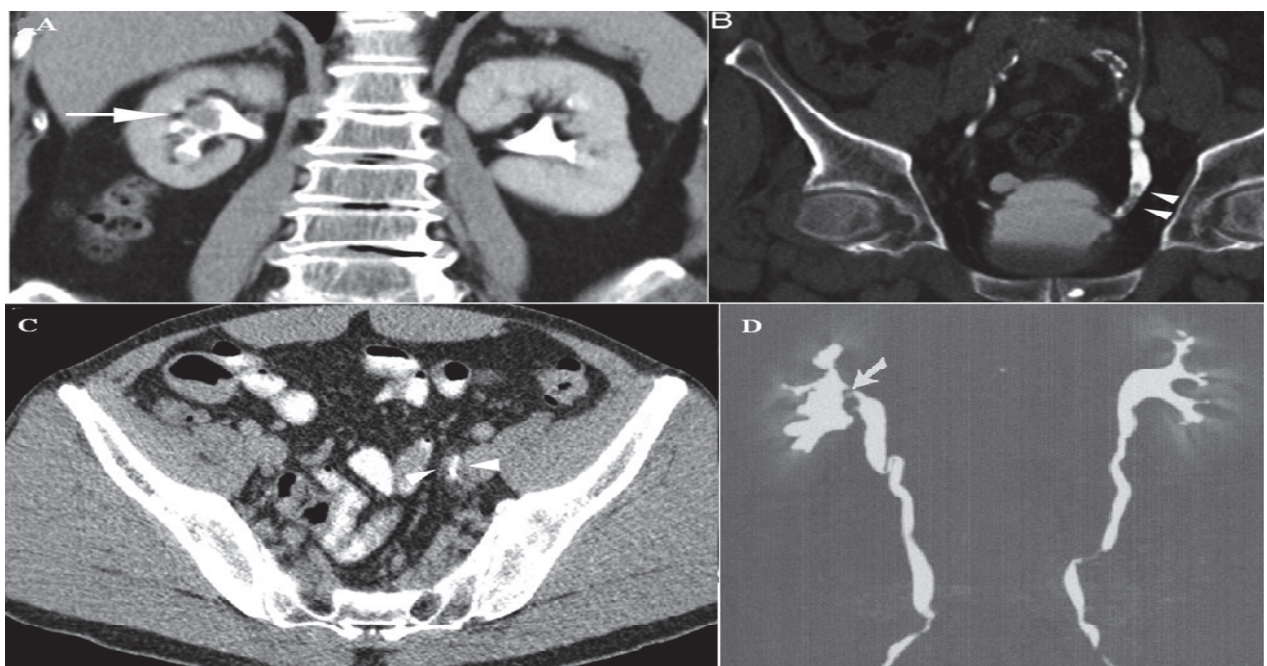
TDM multibarrette : lésions hypodenses au temps excrétoire au niveau pyelocaliciale (A&D) et au niveau de l'uretère pelvien (B &C)
